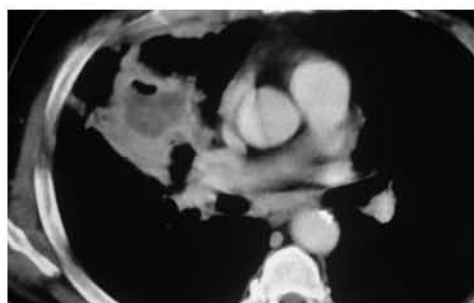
Imagen por TC con ventana para mediastino donde identificamos NPS heterogéneo con presencia de cavitación en su interior, Note una densidad aire – líquido debido a contenido abscedado del nódulo.
